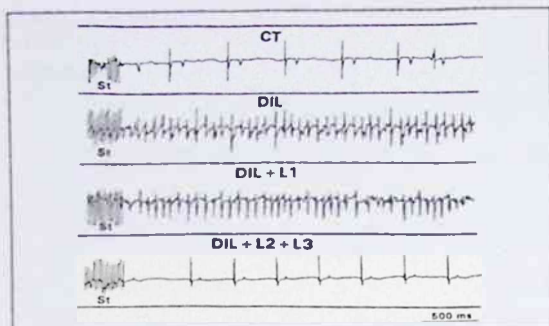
Registros obtenidos con uno de los electrodos tras un episodio de sobreestimulación auricular durante la fase de control basal (CT), tras la dilatación auricular (DIL), al añadir la lesión en el istmo cavo tricuspídeo (L1) y al añadir las dos lesiones en el ápndice auricular derecho (L2) y en la zona inferior de la pared auricular derecha (L3). Abreviaturas: St = tren de estímulos.
